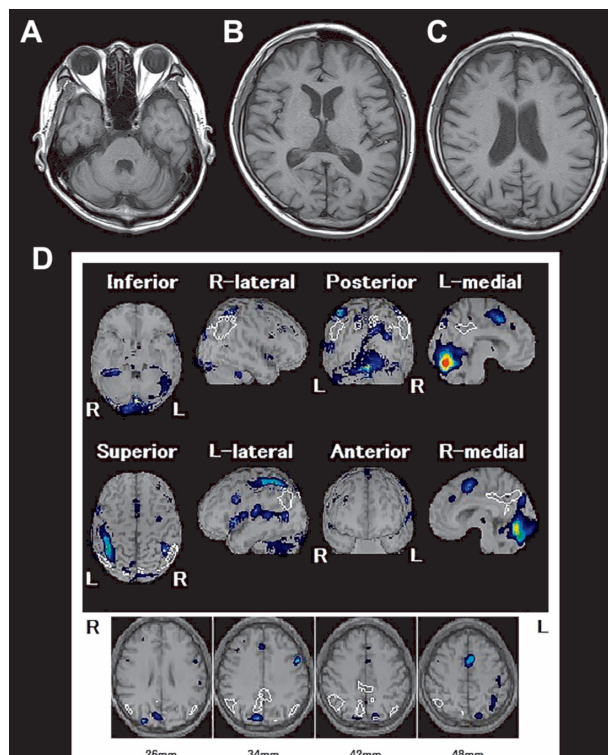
MRI and SPECT (Tc-ECD) on admission.
